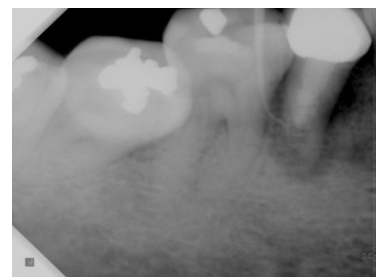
Periapical view: 6 years later.
